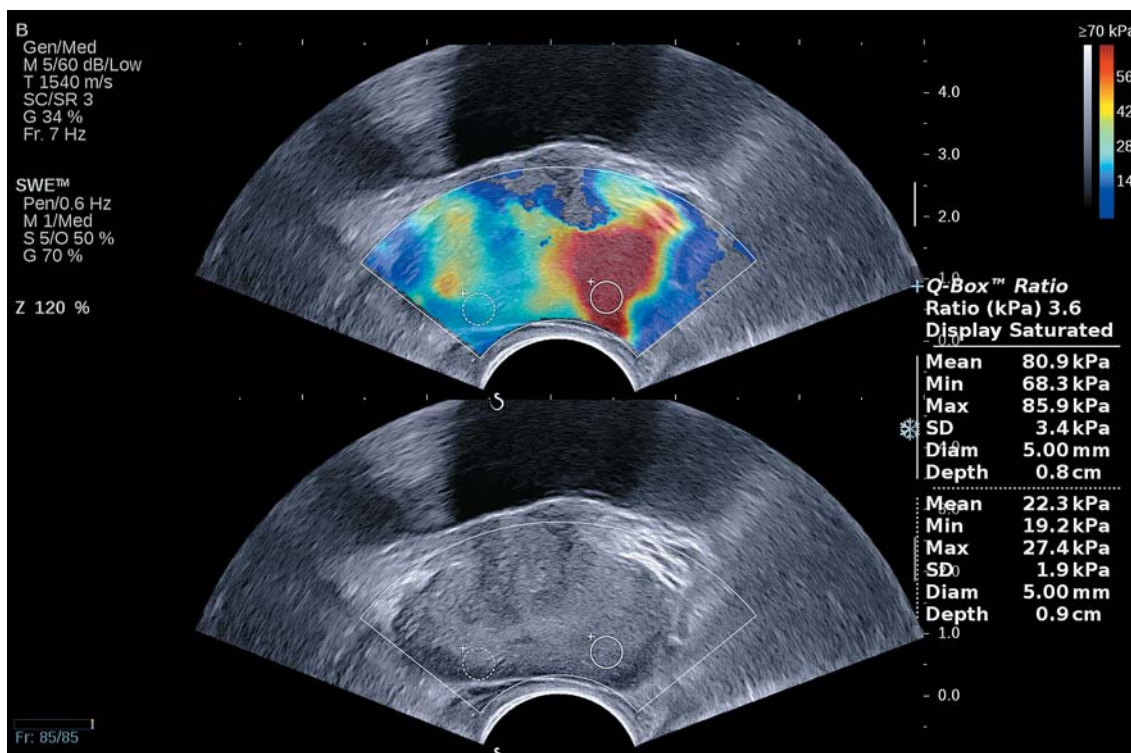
Клиническое наблюдение № 1. Эластография сдвиговой волной предстательной железы при ТРУЗИ. Зона повышенной жесткости в левой доле предстательной железы с распространением в перипростатическую клетчатку по задней поверхности.
